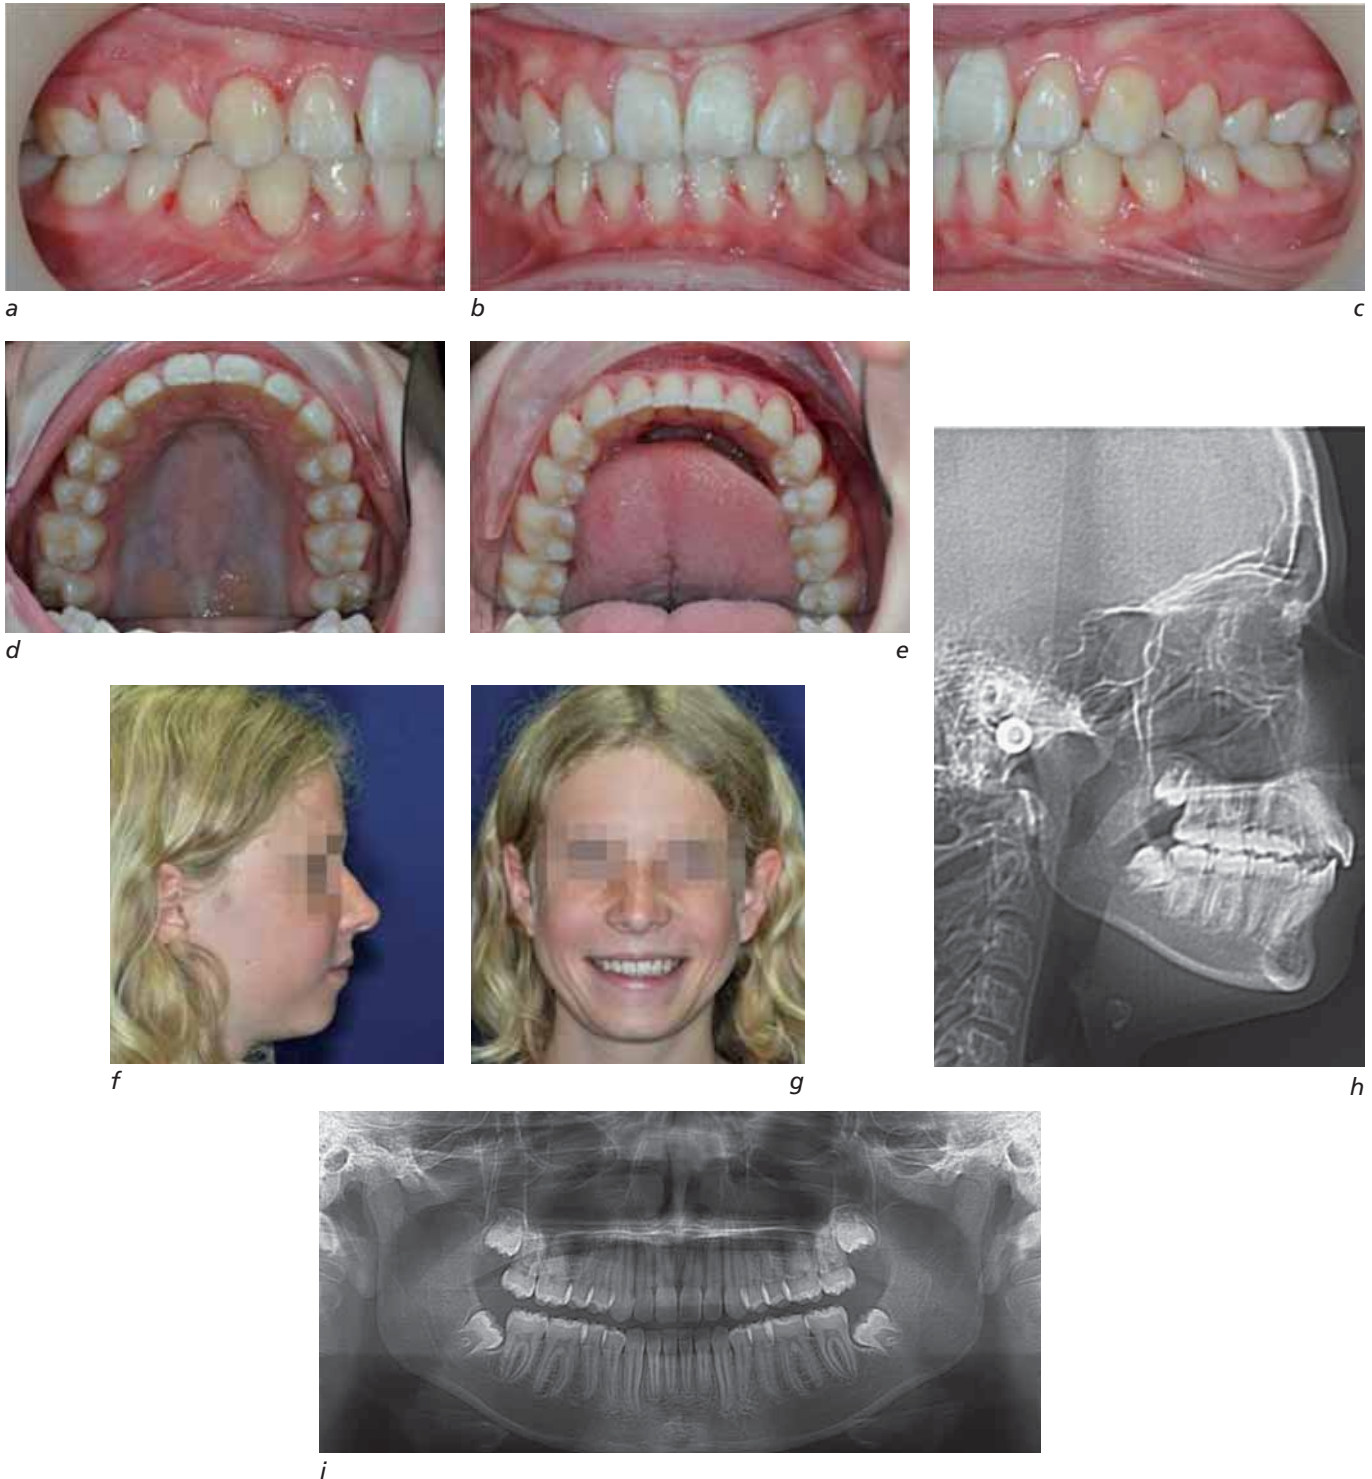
Vues intrabuccales (a à e), visage (f et g), téléradiographie de profil (h), radio panoramique (i).
